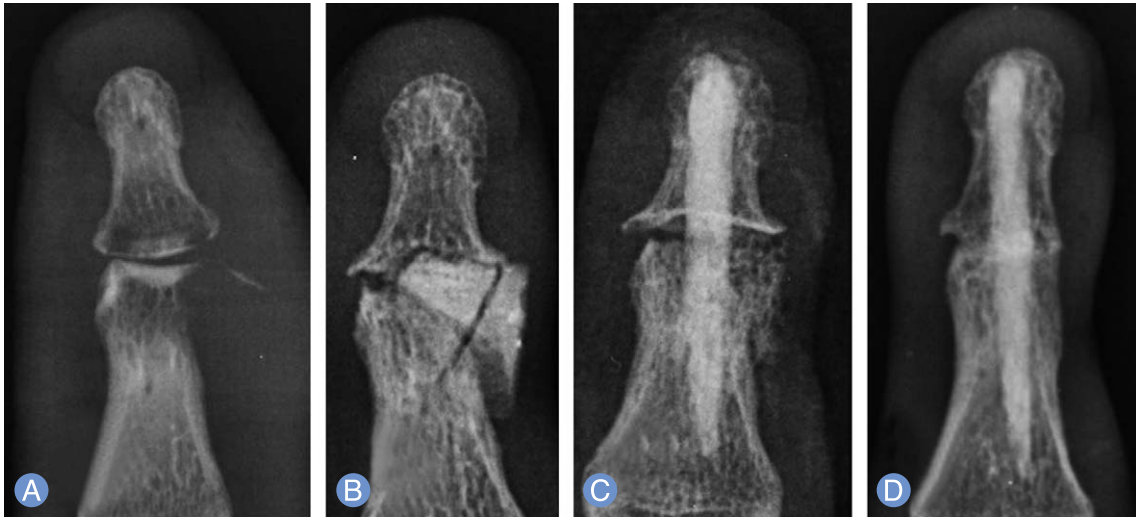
Case 3. (A) Radiograph at initial presentation. (B) Radiograph at 3 months after first operation. (C) Postoperative radiograph after matchstick bone graft. (D) Radiograph at 12 months after surgery showing union.
